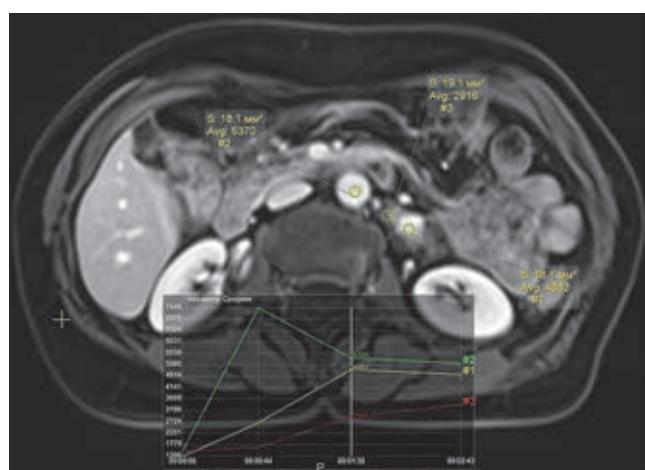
ГТПЖ, МРТ, ДКУ, пологая кривая накопления с медленным вымыванием парамагнетика (1), по сравнению с аортой (2), более низкие параметры кровотока по периферии аномальной ткани (3)
